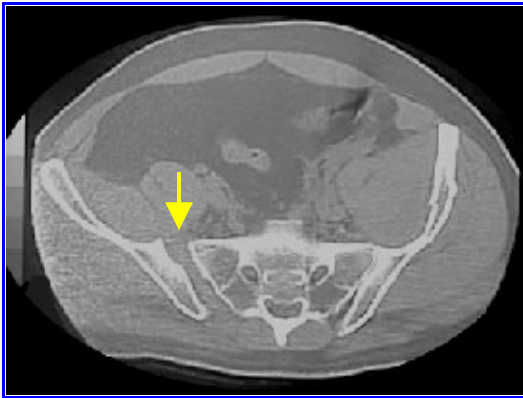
TAC de pelvis. Luxación sacroilíaca derecha.
